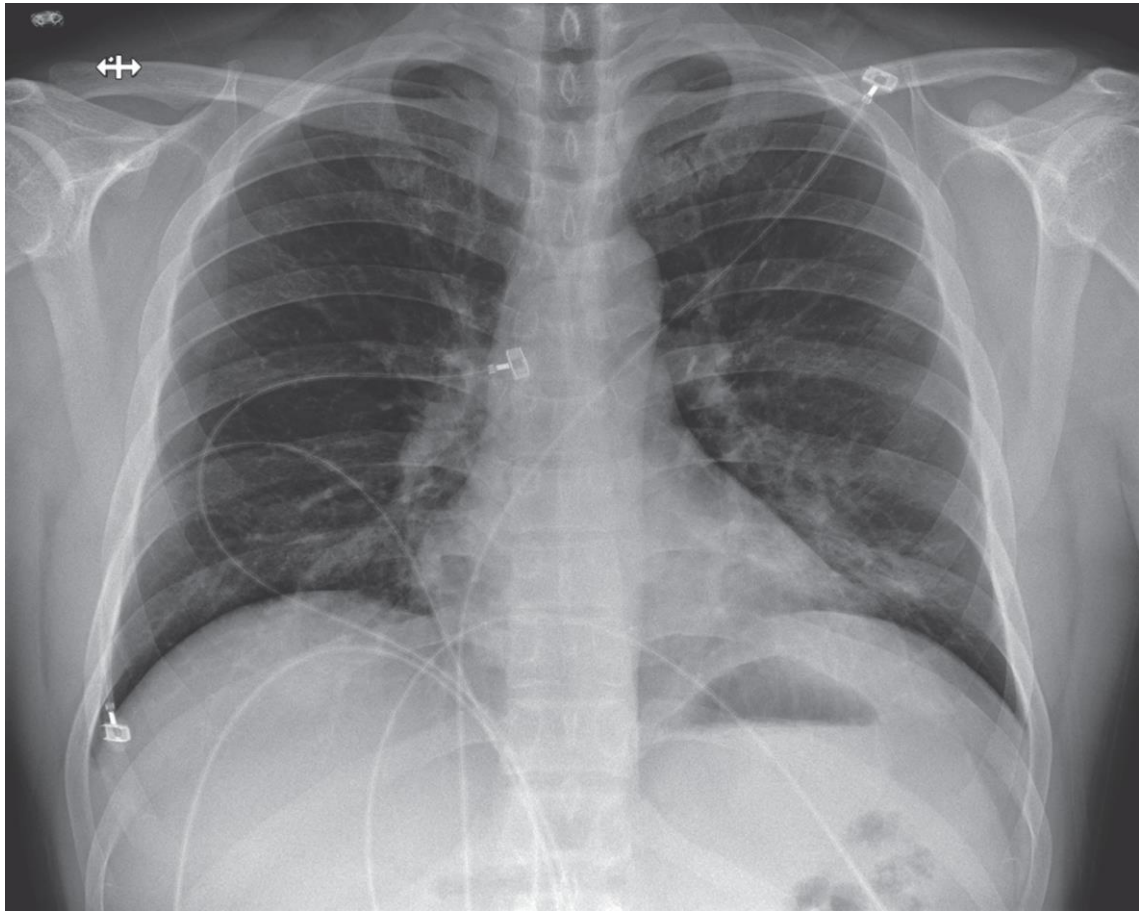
Posteroanterior Chest Radiograph, January 24, 2020 (Illness Day 9, Hospital Day 5).
